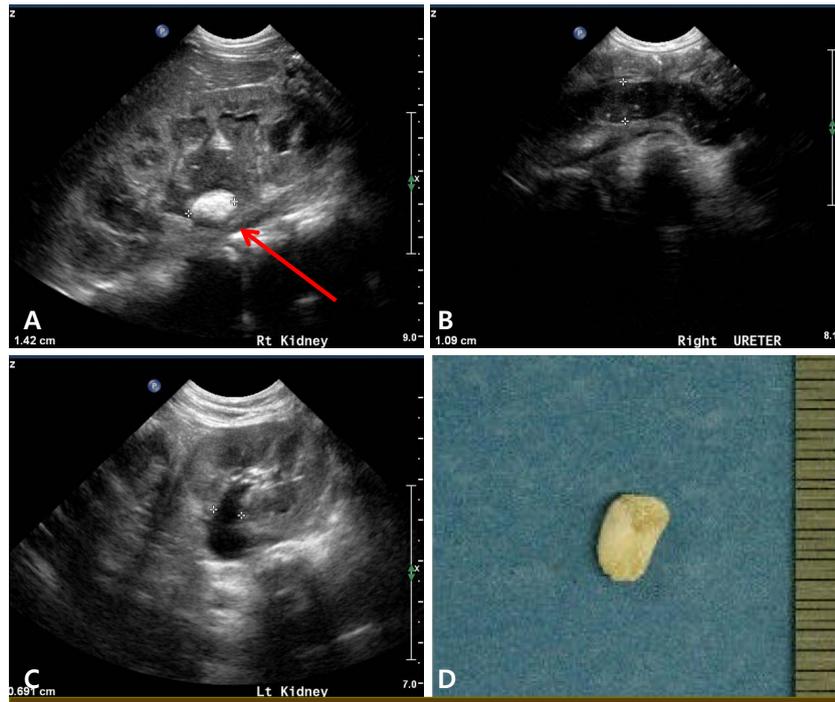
(A) Kidney sonography showed renal stones at right renal pelvis causing hydronephrosis filled with infectious debris. (B) A stone was also found at right distal ureter. (C) Multiple stones were also suspected at left renal medullary portion. (D) About 1 cm sized renal stone was extracted spontaneously. Stone analysis revealed 100% of cystine.
